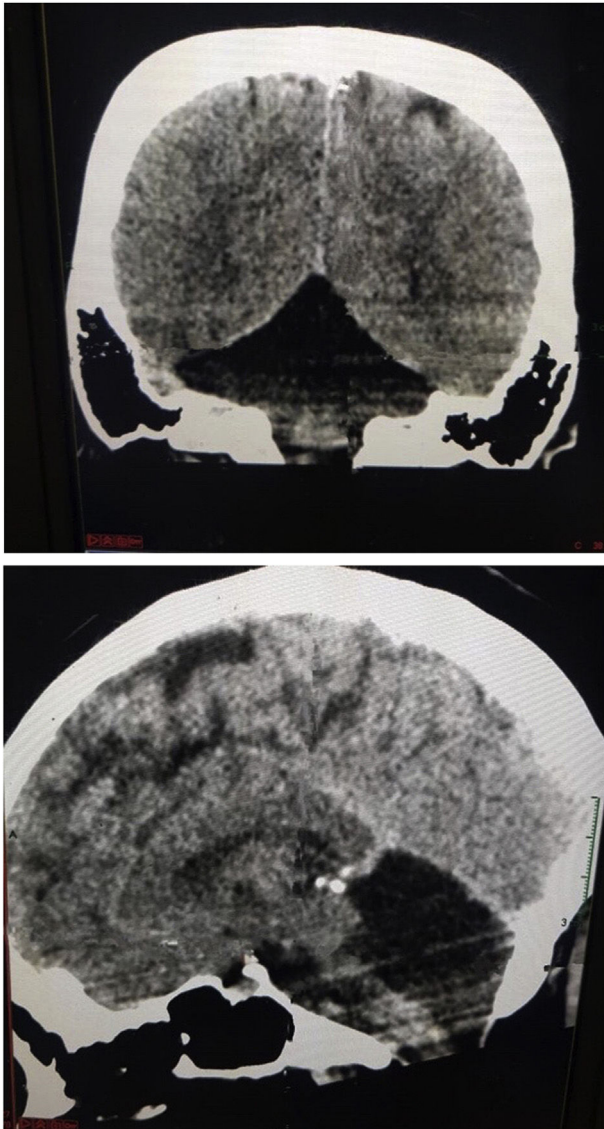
A y B, en la tomografía cerebral en vista coronal y sagital se evidencia agenesia de hemisferios cerebelosos bilateral en paciente con síndrome de Joubert.
